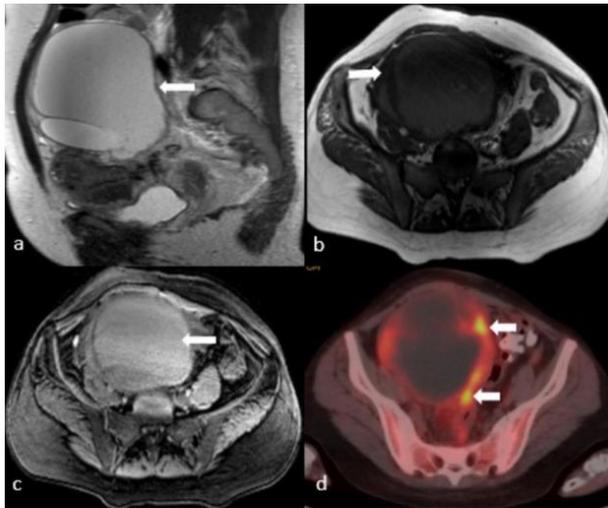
(a-d): Imaging studies (contrast enhanced computerized tomography, magnetic resonance, positron emission tomography (May 2020, February 2020, February 2020 respectively)) from preoperative evaluation a) Sagittal T2W image shows the longest diameter of right ovarian lesion(white arrow) b) Axial T1W non-fat-sat c) T1W fat-sat images show hyperintensity relevant with hemorrhage products, not suppressed in fat-suppressed sequences (white arrows) d) Axial PET-CT image shows FDG uptake at the periphery of the lesion (white arrow).
